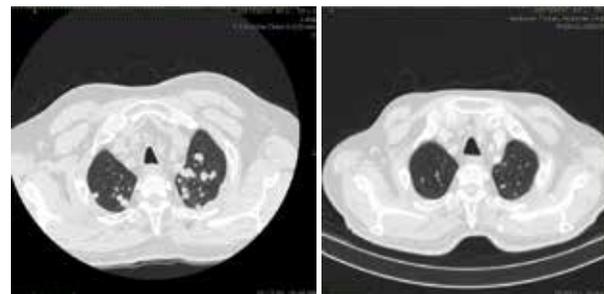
МСКТ органов грудной клетки до начала лечения и после четвертого курса иммунотаргетной терапии
